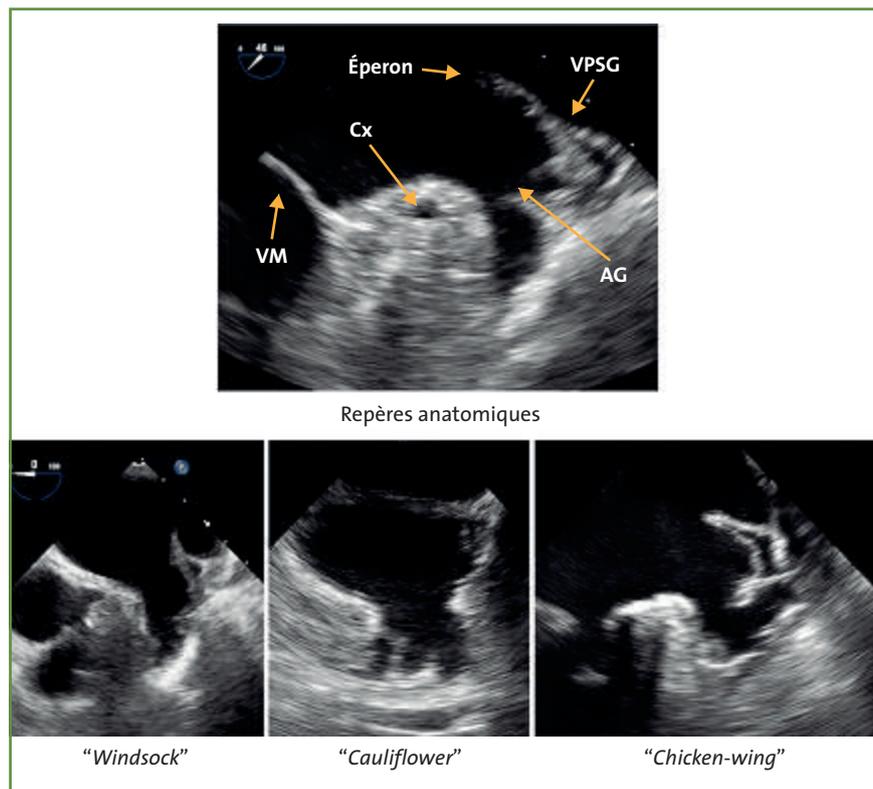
En haut : anatomie échographique de l'auricule gauche en ETO. AG : auricule gauche. VPSG : veine pulmonaire supérieure gauche. Cx : artère circonflexe. VM : valve mitrale. En bas : différentes morphologies de l'auricule gauche en ETO.
